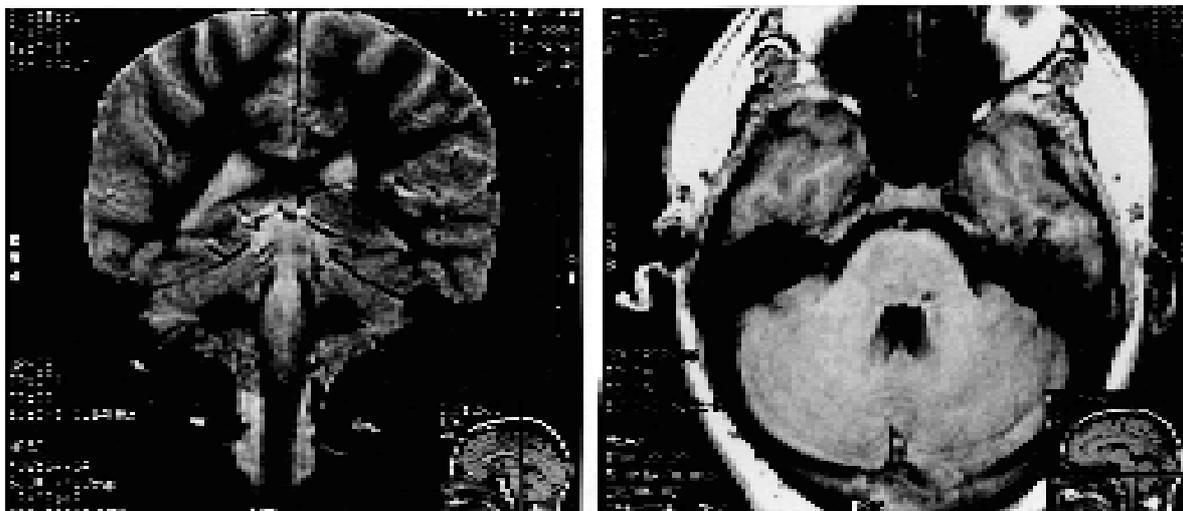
Caso 1. RM posoperatoria. Tanto en el corte coronal (izquierda) como el axial (derecha) se observa desaparición del angioma y su sustitución por pequeña cavidad con líquido cefalorraquídeo.
